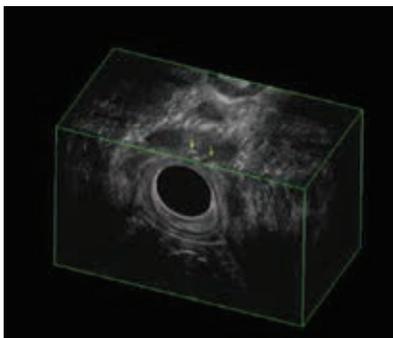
Трансректальное УЗИ (июль 2019 г.): подковообразный свищ прямой кишки
